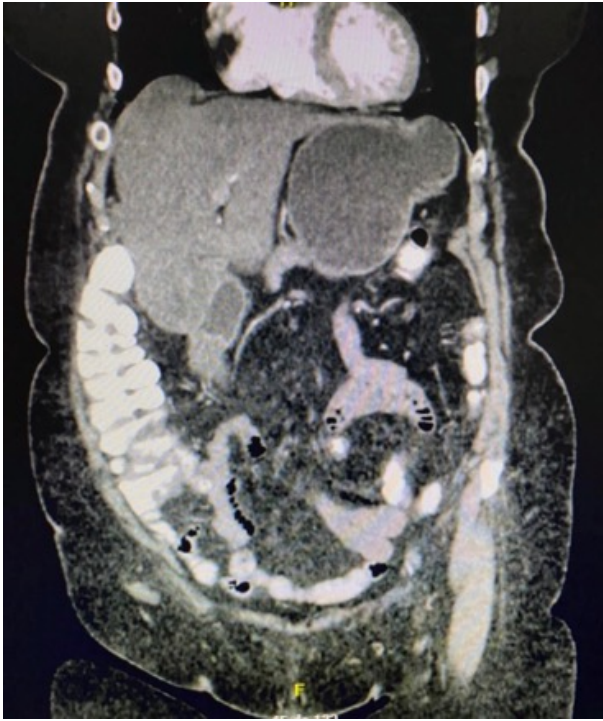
Tomografía abdominal contrastada de ingreso que muestra el compromiso hepático.
